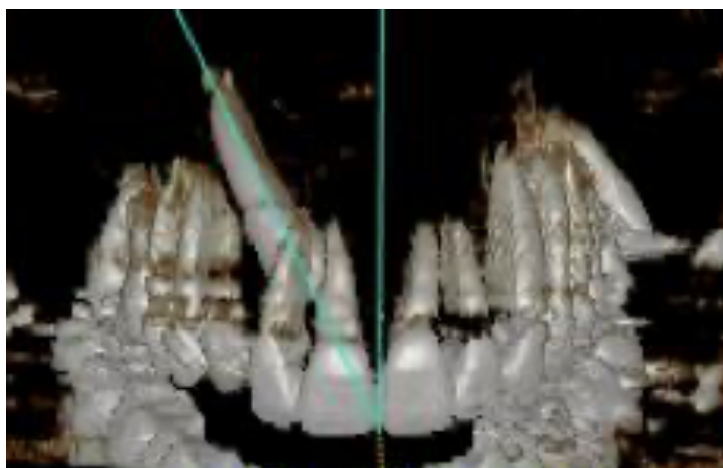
Ángulo formado entre el eje axial del canino y la línea media, CBCT en el mismo paciente.
